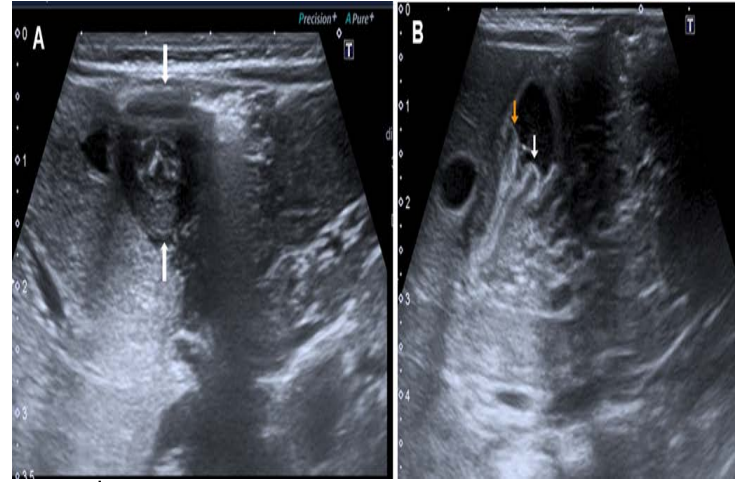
Pilor stenozu olan infantın longitudinal düzlemdeki USG görüntüleri. Oral beslenme sonrası yapılan abdominal USG görüntüleri
